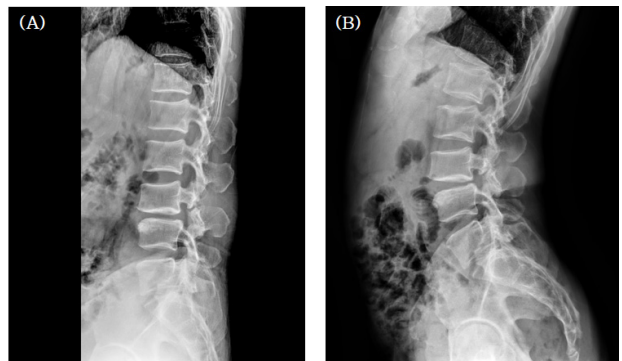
Lumbar-sacral spine lateral view x-ray image of the patient. (A): X-ray image of 2022.02.18. (B): X-ray image of 2022.03.21.
